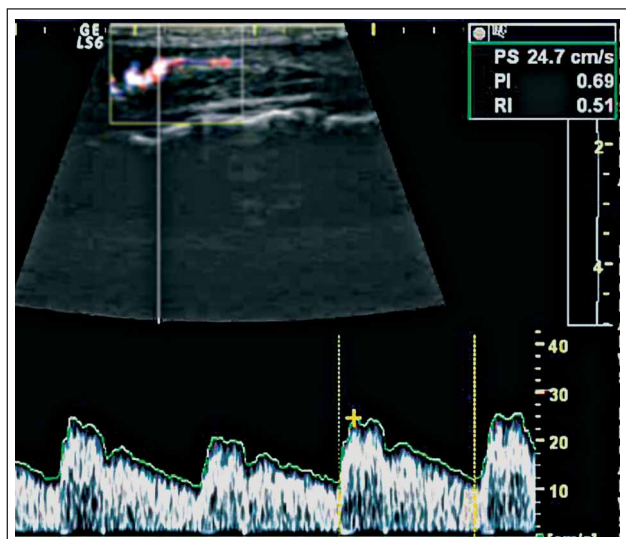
A. thyreoidea superior im PW-Doppler
